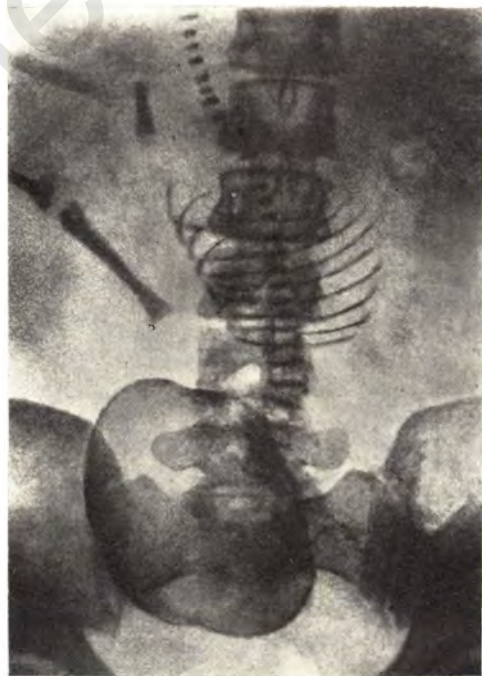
Прямая рентгенограмма живота беременной. Лицевое предлежание плода.
